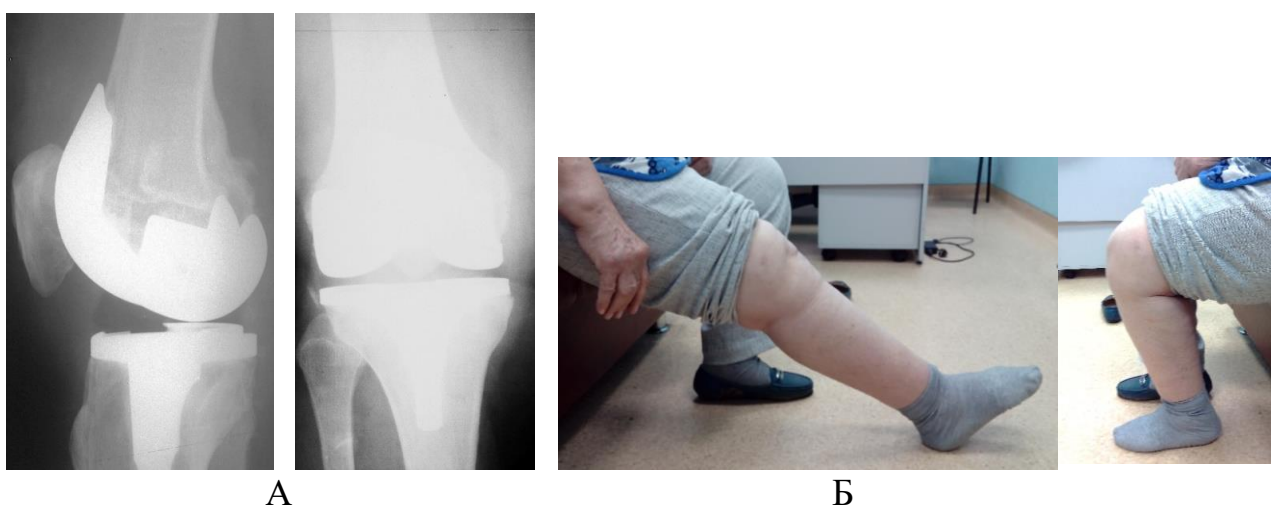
А) рентгенограммы правого коленного сустава пациентки Б.Н.А. 69 лет через 14 месяцев после выписки из стационара; Б) функциональные возможности пациентки
